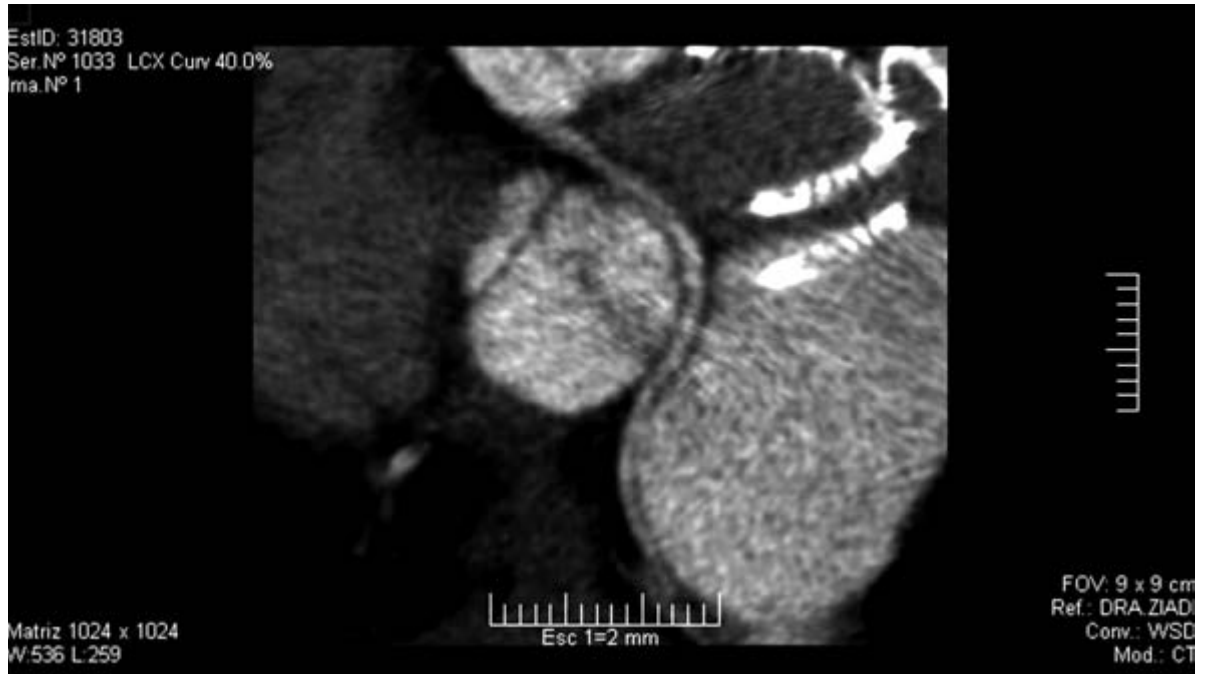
Imagen de TAC Multislice durante el seguimiento. Se observa la estrecha relación del dispositivo oclisor implantado (flecha negra) con la arteria circunfleja con recorrido retroaórtico descartándose compromiso en el recorrido de esta última (flecha blanca).
